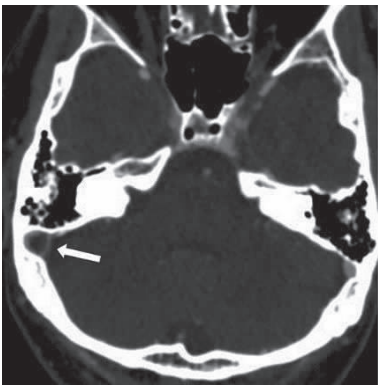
头颅 CT 静脉成像见右侧横窦末端和乙状窦内充盈缺损(白箭头所示)
